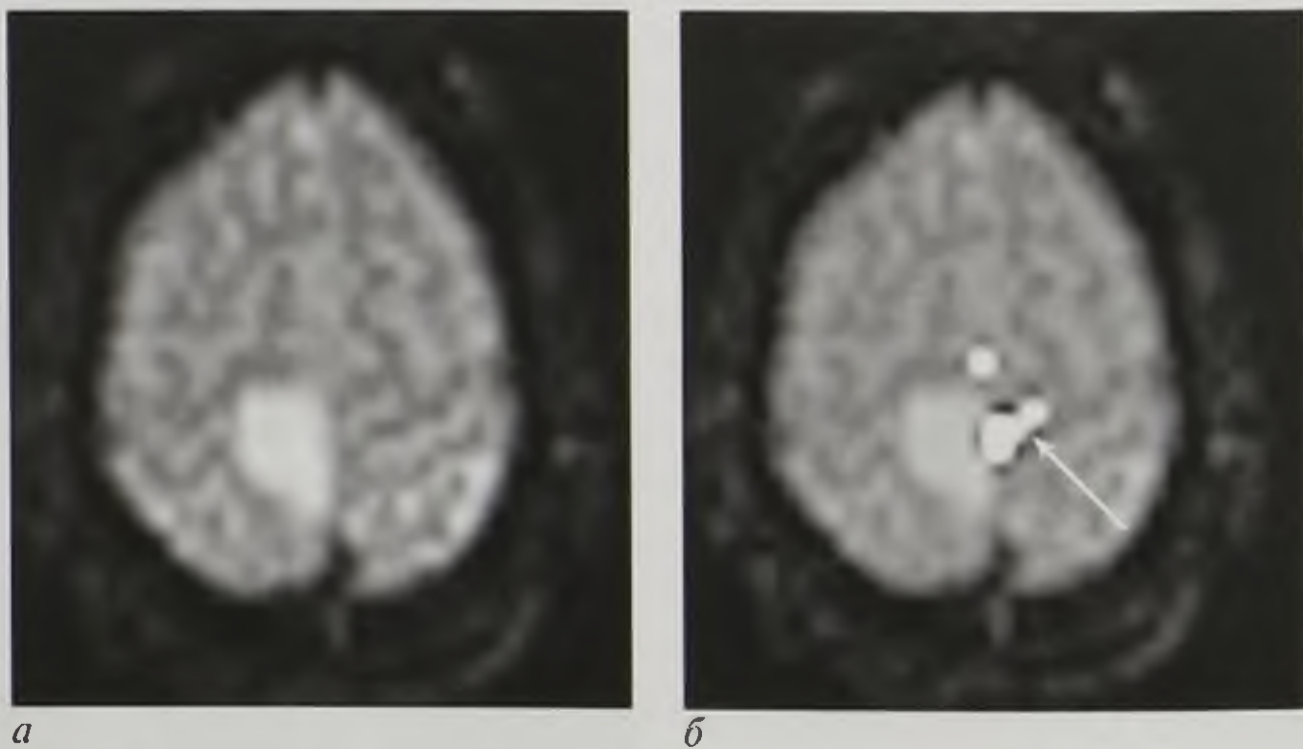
На функциональных магнитно-резонансных томограммах с использованием методики BOLD (Blood Oxygen Level Dependent) на фоне покоя (*а*) изменения интенсивности магнитно-резонансного сигнала от вещества головного мозга не выявлено. На фоне двигательной активности (*б*) левой ноги происходит усиление кровоснабжения соответствующего участка головного мозга и отчетливо видна зона двигательного центра (стрелка), расположенного в правой теменной доле медиальнее от образования
